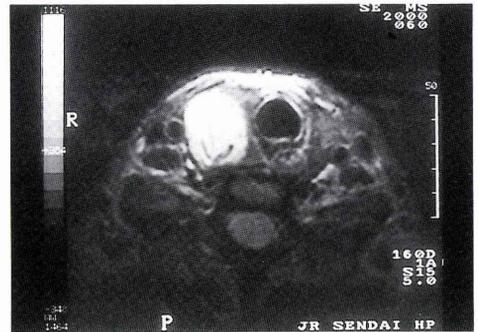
MRIでは甲状腺右葉下極にtumorが存在した。
